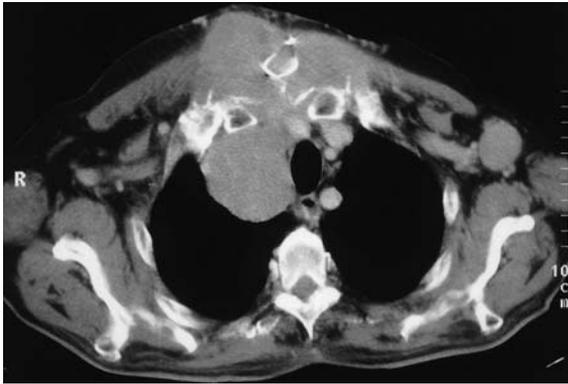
■ CT eines anaplastischen Karzinoms. Der Tumor wächst exophytisch und infiltriert breitflächig das Sternum, die Sternavikulargelenke und das vordere Mediastinum.
